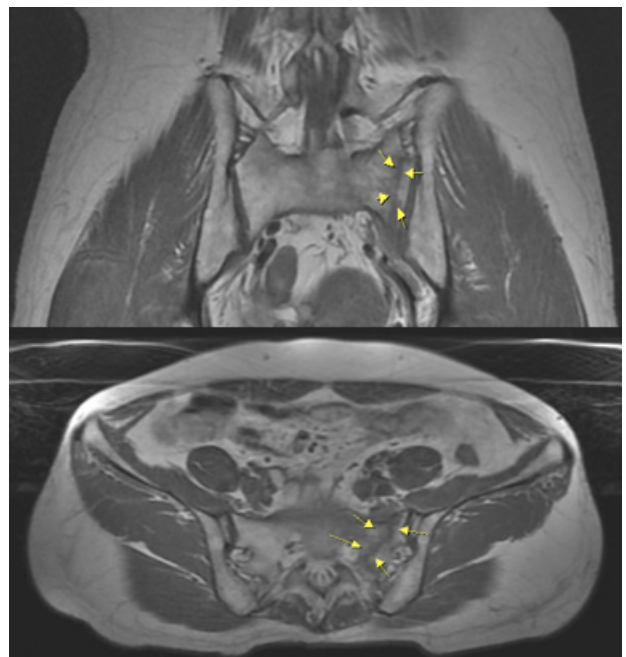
Longitudinal linear fracture of left ala of sacrum: coronal T1-weighted magnetic resonance imaging in upper image, axial T1-weighted magnetic resonance imaging of hip in lower image. Left ala of sacrum with low signal intensity in coronal view in upper image, axial view in lower image (April 29, 2022).
